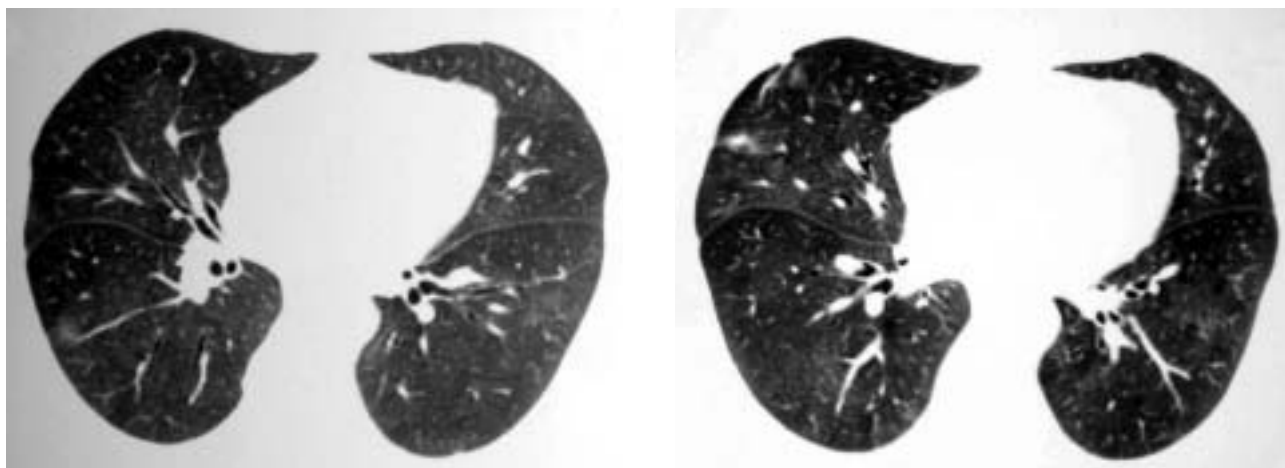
Фрагменты КТ легких через 6 мес после возобновления терапии (апрель 2008 г.).
